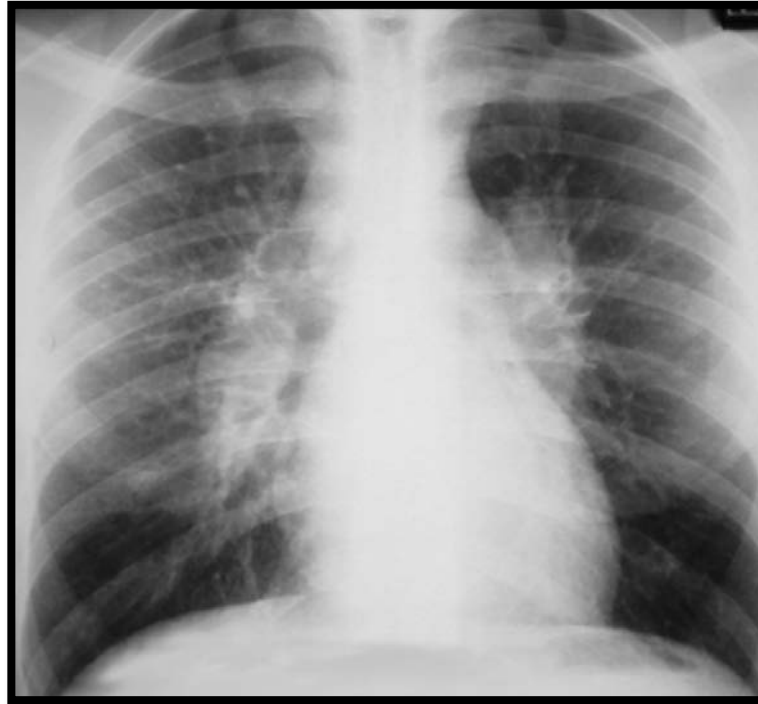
Radiographie thoracique de face montrant le stade II de la sarcoïdose systémique (adénopathies hilaires bilatérales associé à un infiltrat interstitiel)
